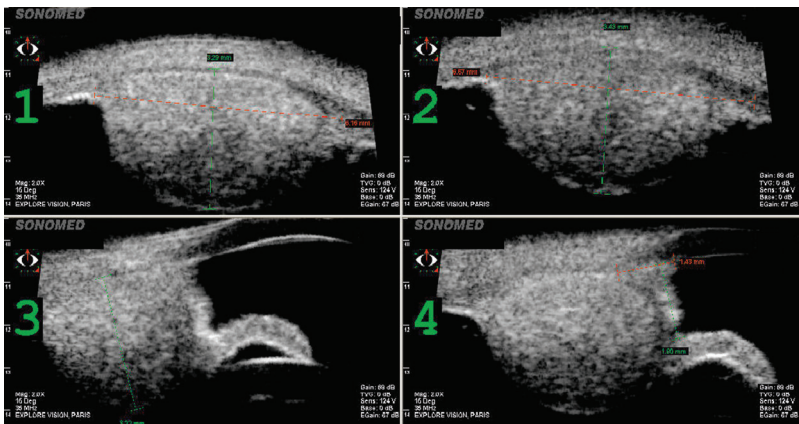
Coupe échographique d'un mélanome du corps ciliaire permettant de mesurer toutes dimensions, notamment pour guider la prise en charge thérapeutique.
